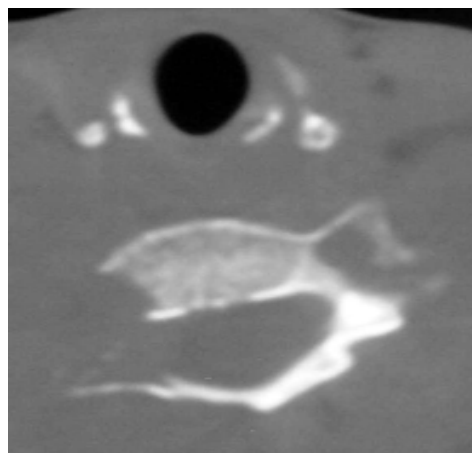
TC rachide cervicale, erosione vertebrale di sarcoma al collo.
